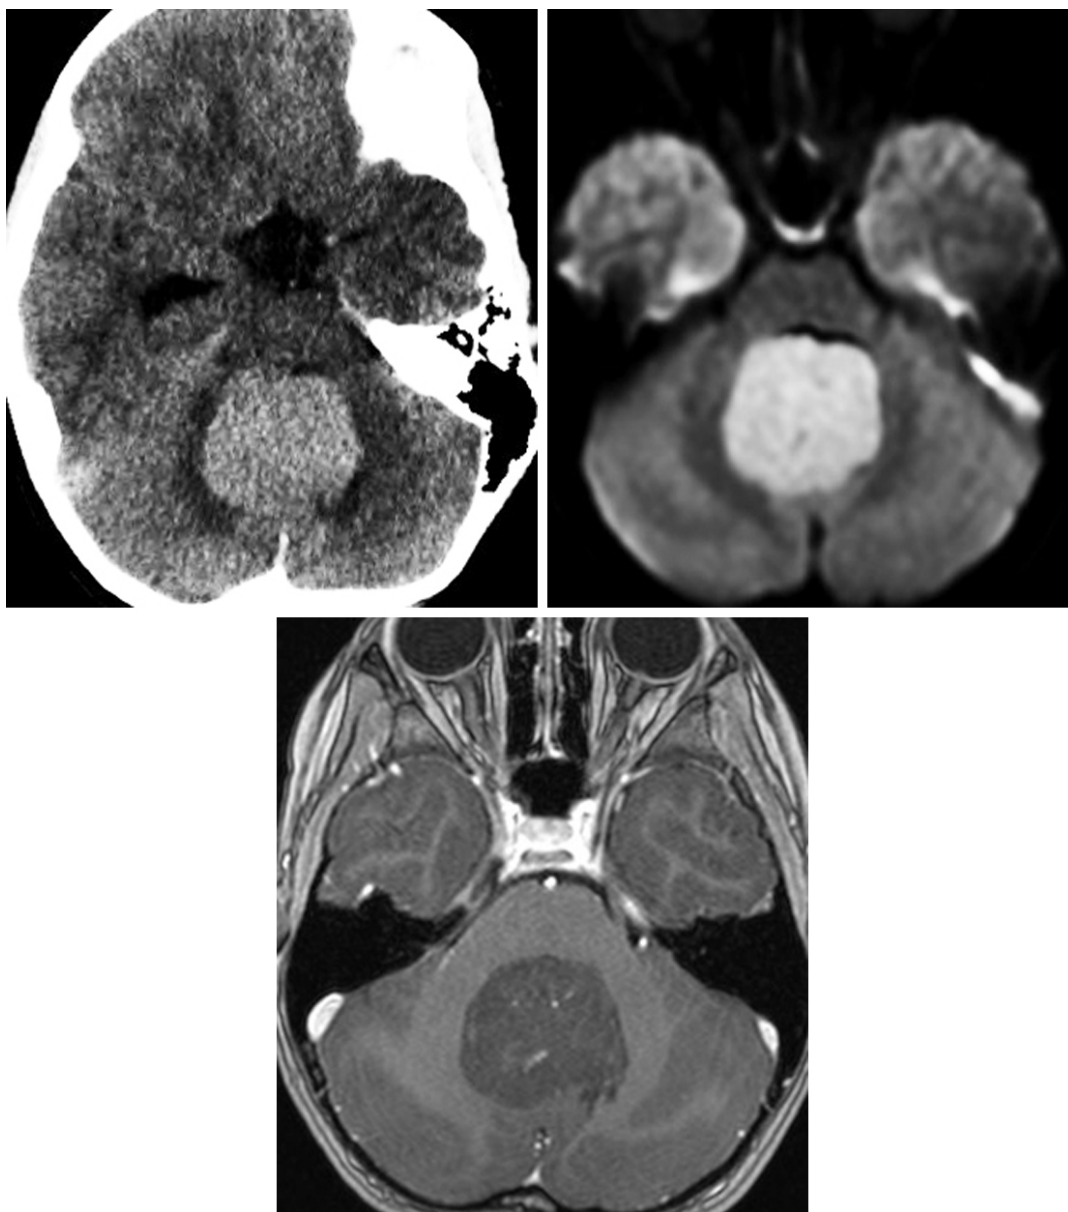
高密度影是髓母细胞瘤在 CT 上的典型表现（左上），该表现同 DWI（右上）显示的弥散受限一样，提示细胞过度增生。T1W1（下）强化不明显是 Group 4 亚型髓母细胞瘤较为典型的核磁共振表现。脑室内占位通常可见于第四脑室顶，部位也较为典型。
